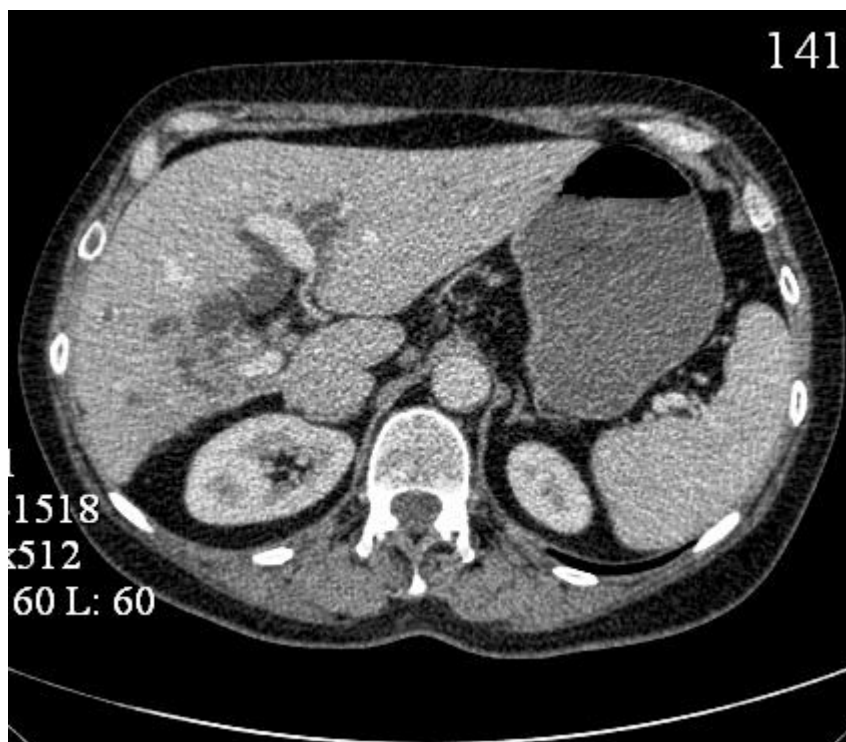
Компьютерная томограмма Б., 57 лет (и/б 164-2012). Видна инвазия ствола воротной вены.
